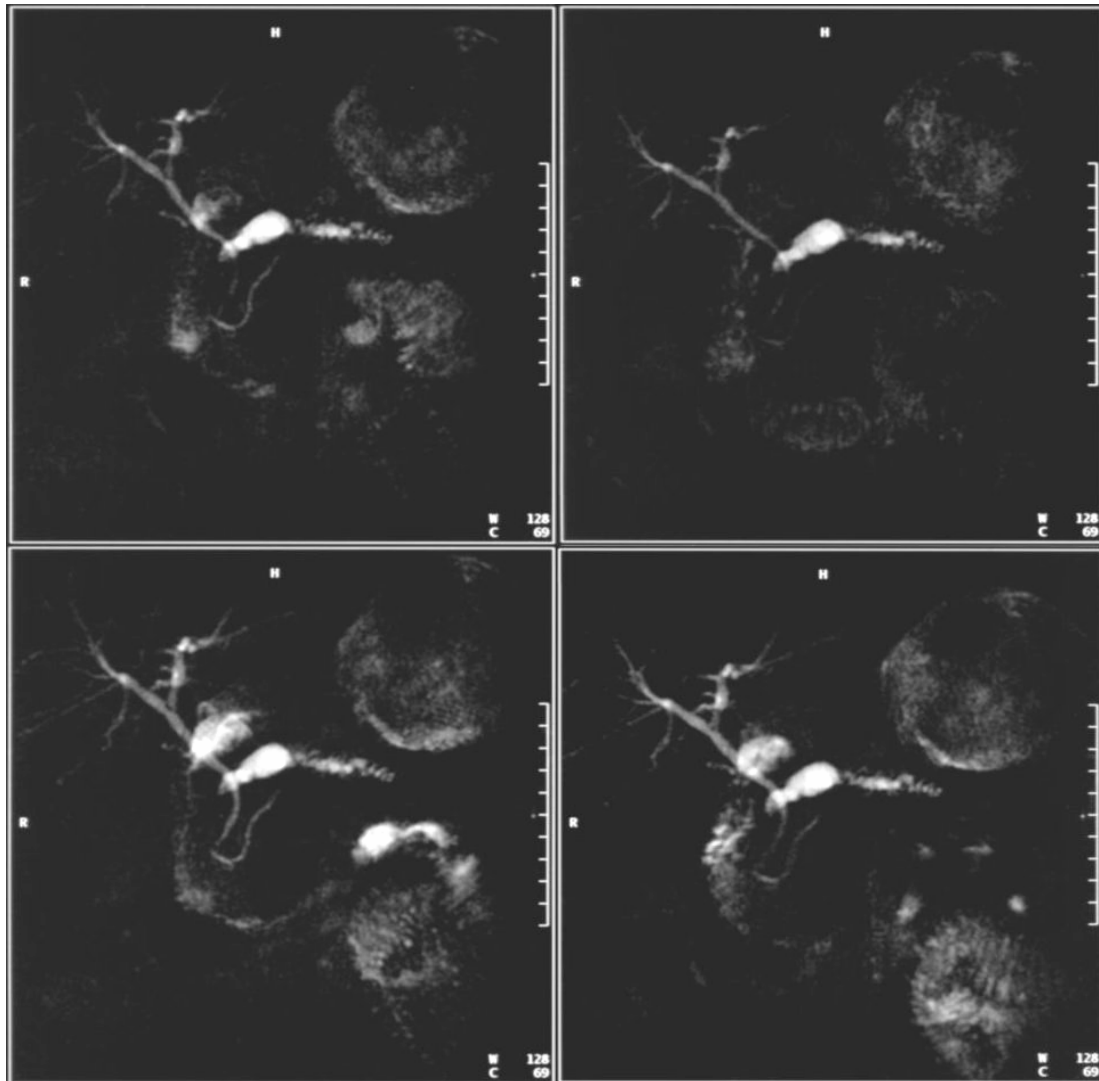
Bilder von ausgewählten Zeitpunkten einer sekretinstimulierten Magnetresonananzuntersuchung eines 47 jährigen Patienten mit chronischer Pankreatitis und Pankreas divisum. Das erste Bild (oben links) wurde vor der Applikation des Sekretins akquiriert. Die weiteren Bilder wurden 120 Sekunden (oben rechts), 360 Sekunden (unten links) und 570 Sekunden nach der Applikation aufgenommen. Der Pankreashauptgang stellt sich massiv dilatiert im Corpus- und Caudabereich dar, im Kopfabschnitt besteht eine Okklusion. Der Nebengang kommt unauffällig zur Darstellung und man erkennt die gemeinsame Mündung mit dem Choledochus im Bereich der Papilla vateri. Das Duodenum füllt sich, vor allem verglichen mit Abb. 22, nur wenig. Die quantitative Auswertung dieser Untersuchung ist in Abb. 25 dargestellt.
